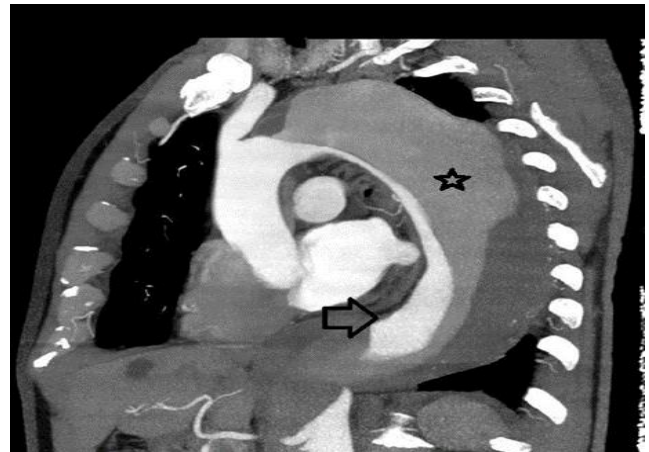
Sagittal contrast-enhanced CT images showing Stanford B-type aortic dissection (black star) that restricts itself in the isthmic region in the pattern to the descending aorta (black arrow indicates the real lumen of the thoracic aorta) with parenchymal cyst in the liver
